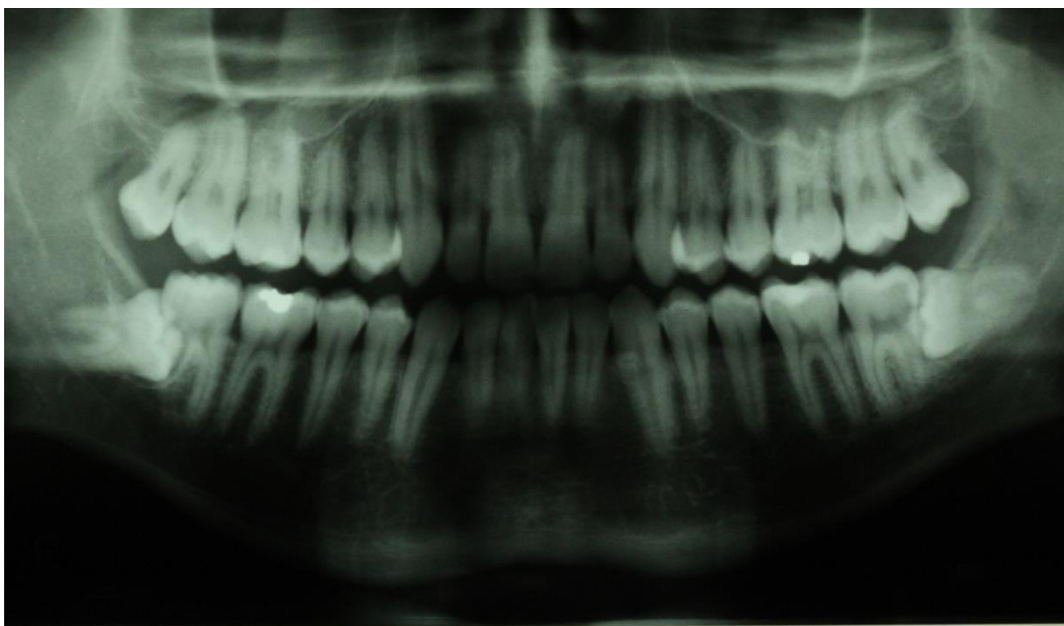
a. Radiografia Panorâmica Inicial
